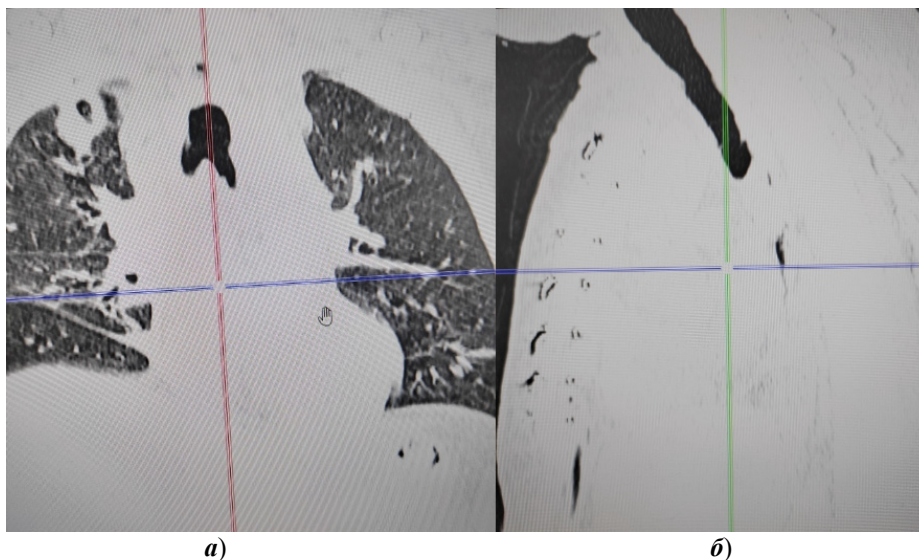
Спиральная компьютерная томография от 26.03.2023 органов грудной клетки в прямой (а) и боковой проекциях (б)
